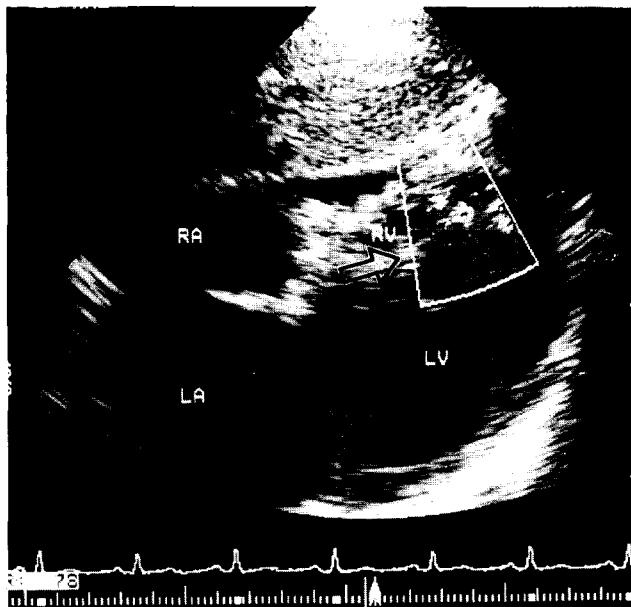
Preoperative two dimensional echocardiogram shows ventricular septal rupture near apex (⇨)
